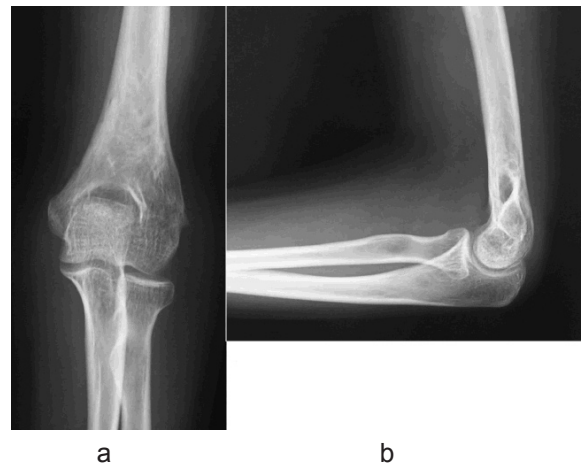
術後20か月単純X線像 a. 正面 b. 側面
